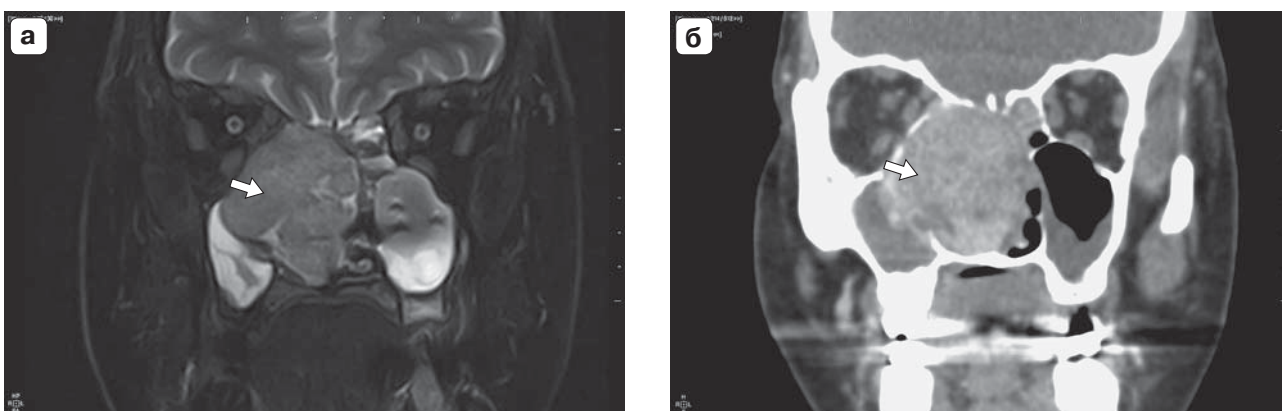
МР-томограмма лицевого отдела черепа (а) (Т2ВИ с жироподавлением в коронарной плоскости). Постконтрастная компьютерная томограмма лицевого отдела черепа, мультипланарная реконструкция в коронарной плоскости (б) (опухолевое поражение правой верхнечелюстной пазухи и полости носа указано стрелкой).
